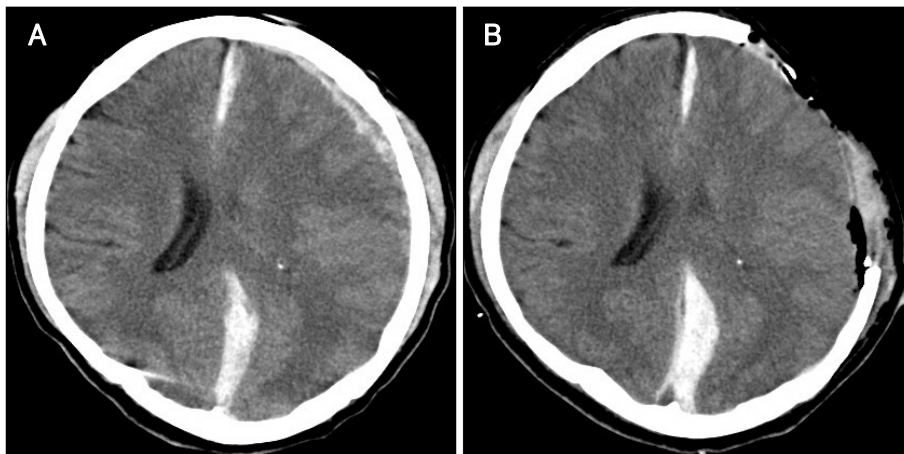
A 56-year-old male patient was admitted to our hospital due to metal deterioration. Brain CT revealed the acute subdural hematoma on left frontotemporoparietal, so he was operated the decompressive craniectomy. A: Initial brain computed tomography showed acute subdural hematoma in interhemisphere and left frontotemporoparietal area. B: Interhemispheric subdural on hematoma was still remained postoperative computed tomography after decompression subdural hematoma on left convexity.
